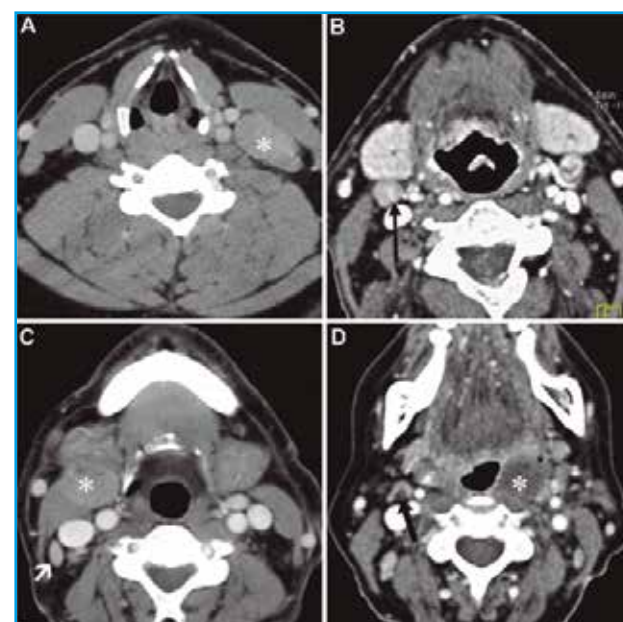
Las cuatro imágenes corresponden a TC con cortes axiales de pacientes con adenopatías reactivas: (A) un voluminoso ganglio de densidad intermedia y homogénea (estrella) en el nivel III izquierdo, (B) un pequeño ganglio con vasos hiliares (flecha larga) en el nivel IIA derecho, (C) un ganglio homogéneamente denso (flecha corta) en el nivel IIB derecho, asociado a otro claramente patológico en el nivel IIA (estrella), correspondientes a un paciente con un tumor primario de origen desconocido, (D) un pequeño ganglio con hilio graso (flecha larga fina) en el nivel IIA derecho de un paciente con un tumor de orofaringe izquierda (estrella).
